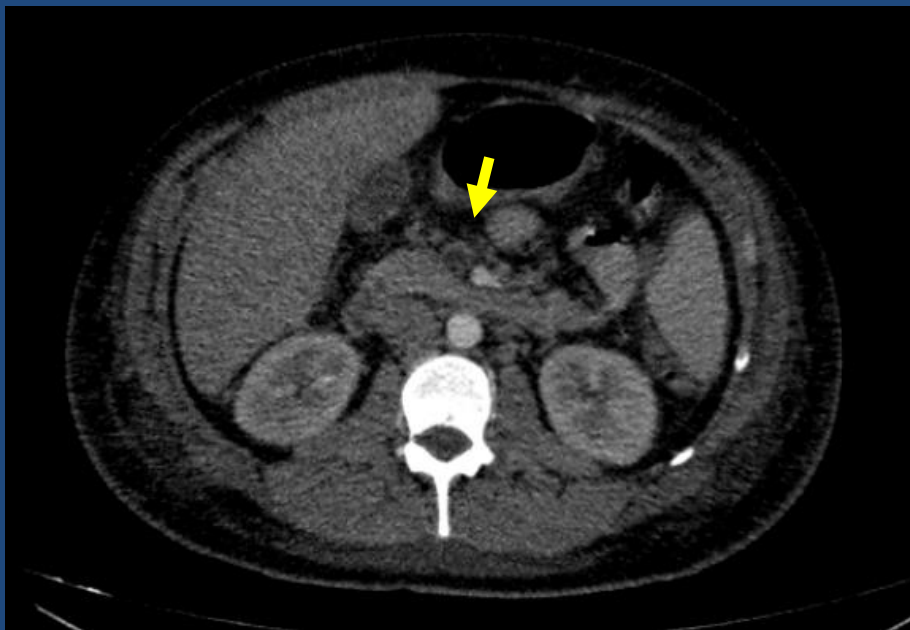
Tomografía computada multidetector (TCMD) con contraste endovenoso.
